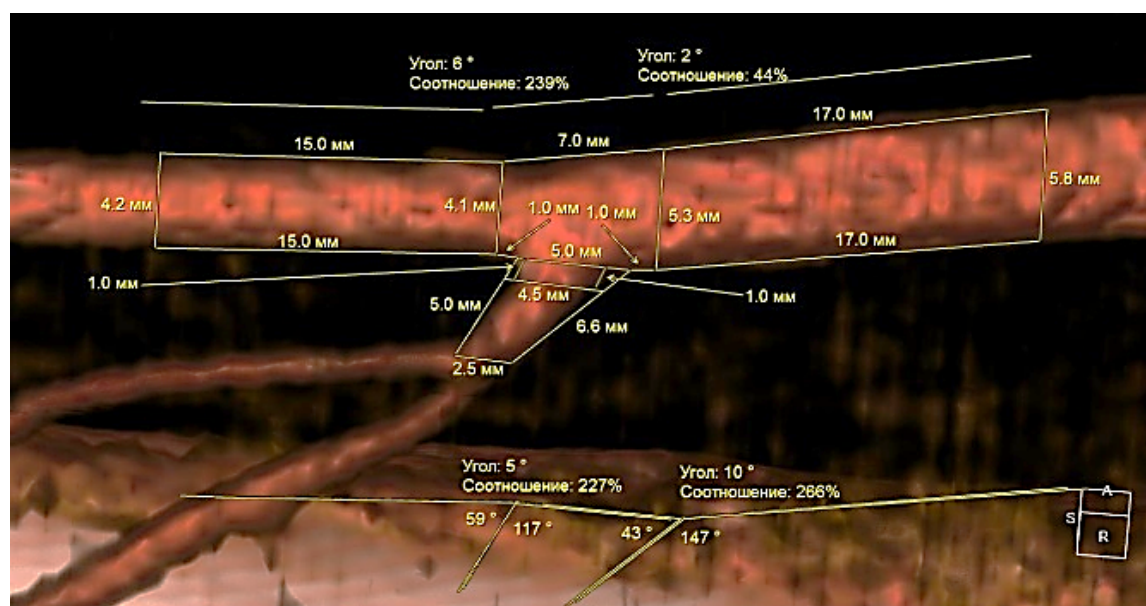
Ответвление глубокой артерии плеча от плечевой артерии. Участок стеноза плечевой артерии находится дистальнее от бифуркации. Изображение получено методом КТ-исследования с ангиоконтрастированием
